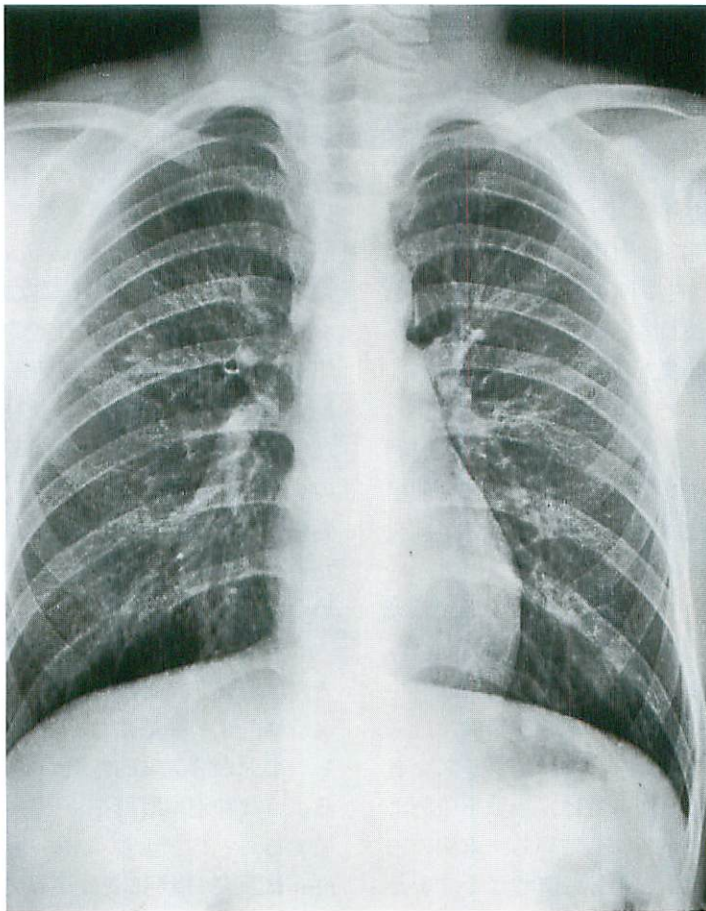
Plain chest radiograph after the antibiotic therapy
